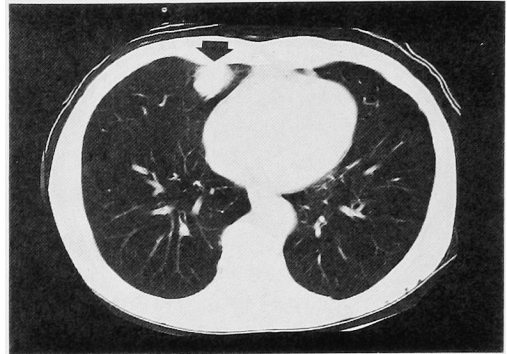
(upper). CT scans at level of the 10th thoracic vertebra before chemotherapy. The tumor in rt-S₅ is 3.8×2.4 cm (short arrow).
